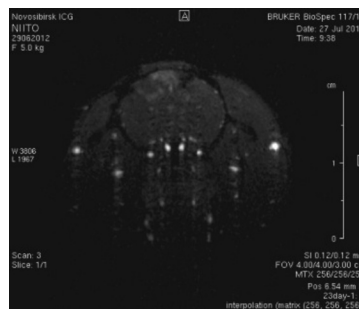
МРТ головного мозга на 23-е сутки после хирургического вмешательства. Изображения, полученные в режимах FISP и RARE
